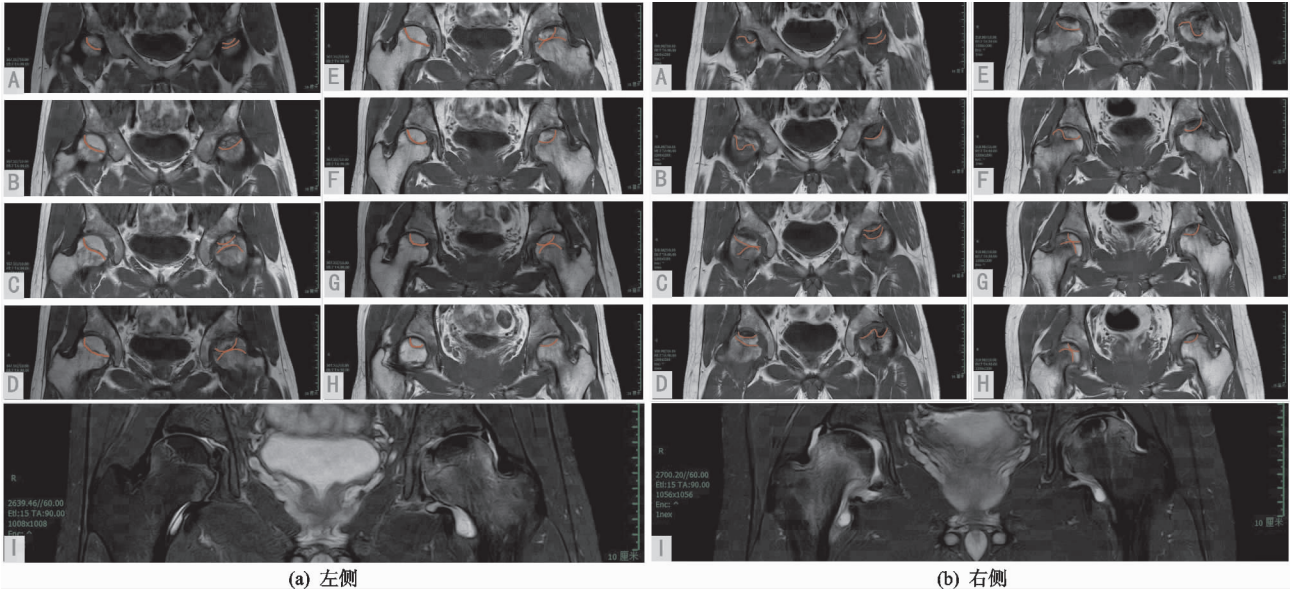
患者 1,男,29 岁,双侧股骨头坏死 MRI
